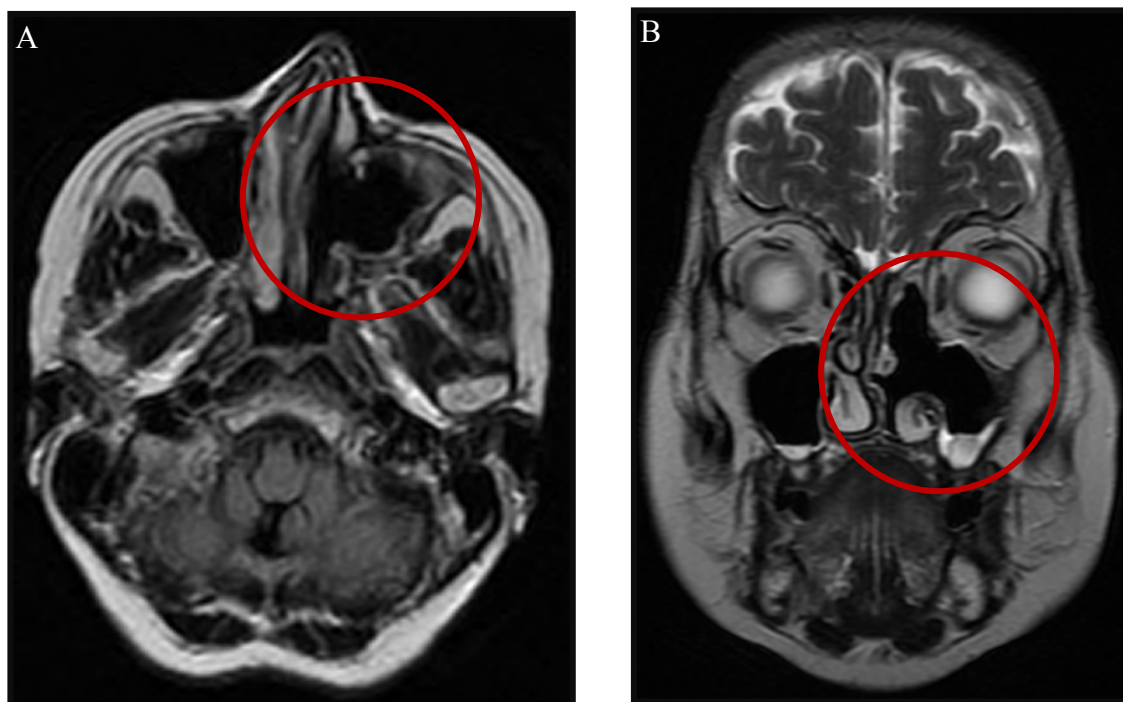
RMN-SPN, cortes coronais em T1 GAD FAT SAT e T2 FSE respetivamente, a evidenciar lesão hipointensa em T1 e hiperintensa em T2.
